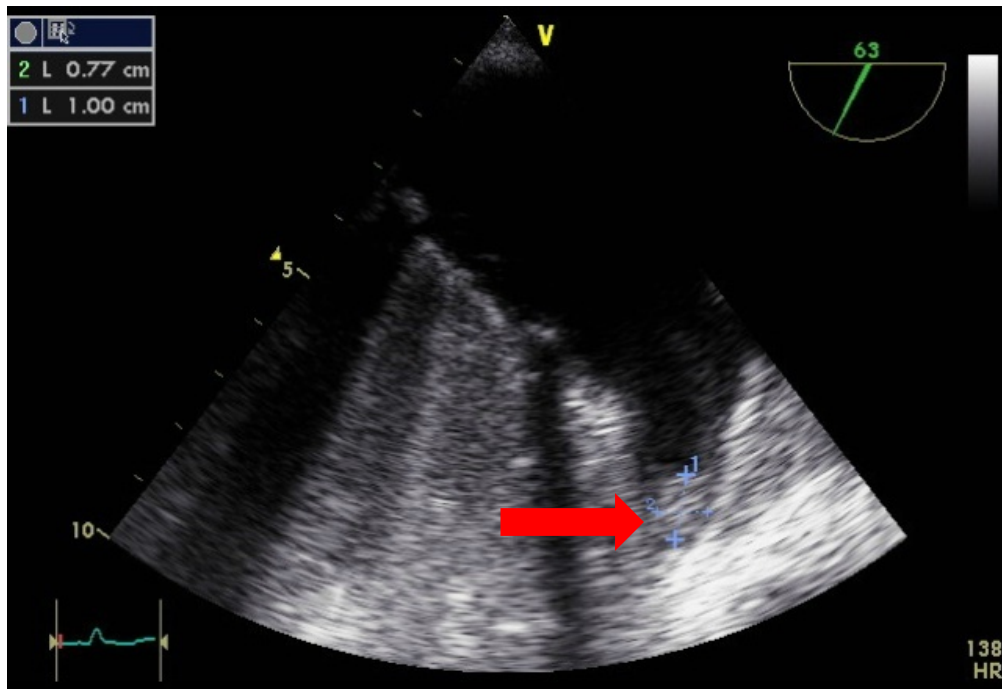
Imatge de trombe a orelleta esquerra per ecocardiografia transesofàgica (fletxa)
